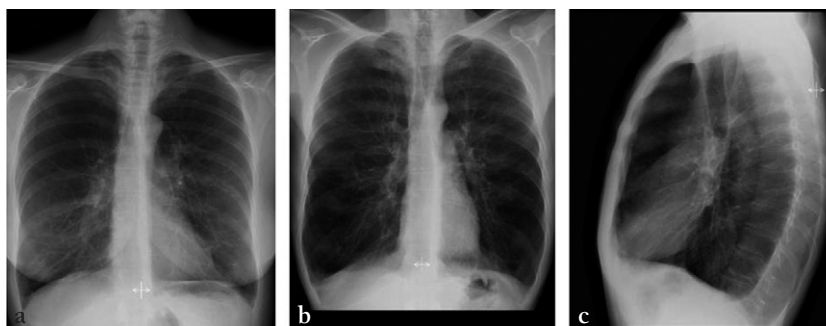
Radiographies conventionnelles de poumons emphysémateux illustrant la raréfaction de la trame vasculaire aux sommets (signe direct) (a), l'aplatissement des coupes diaphragmatiques (b) et l'augmentation de l'espace clair rétrosternal (signes indirects) (c).
